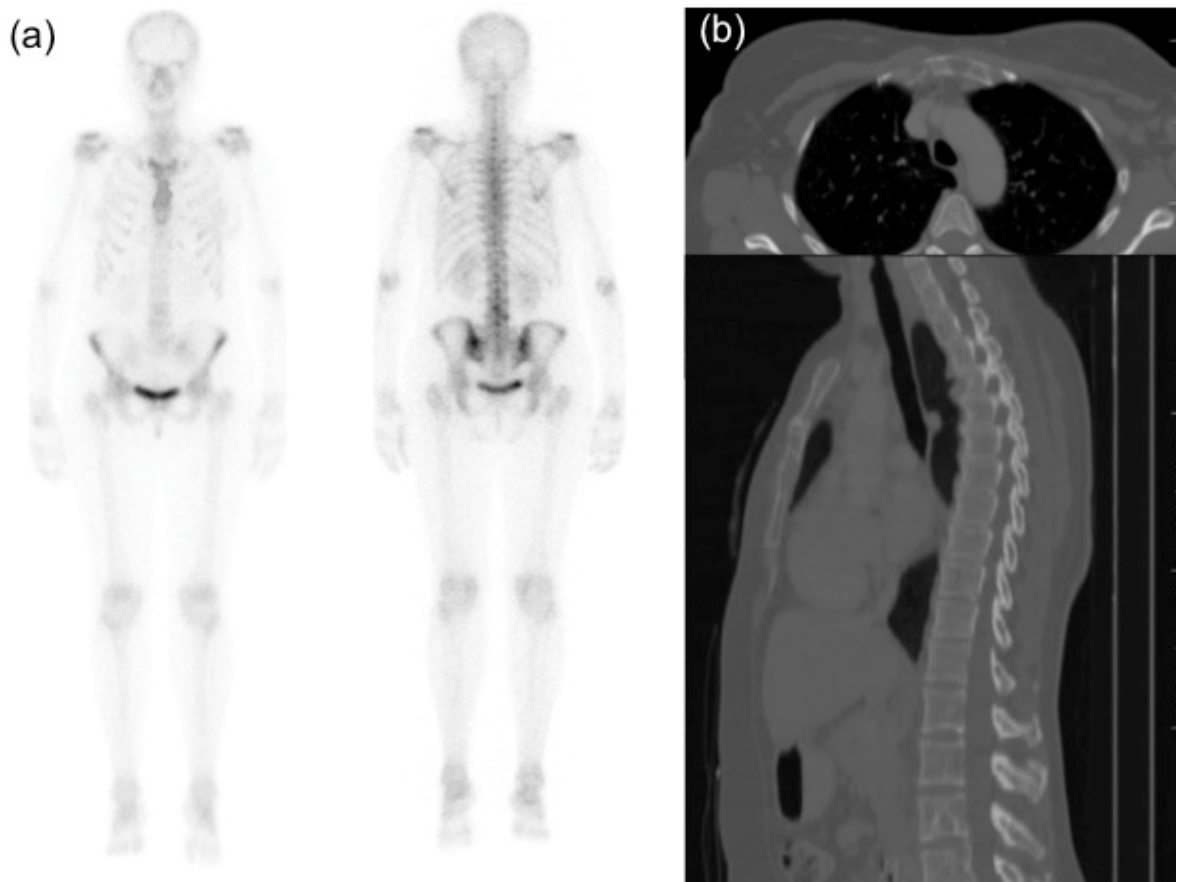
Discordância de achados radiológicos na cintilografia óssea. (a) Cintilografia óssea considerada normal; (b) Tomografia evidenciando doença metastática óssea no esterno e coluna.
